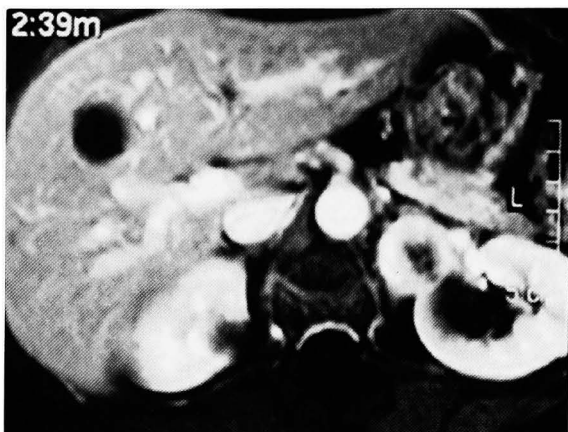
Enhanced T1 weighted MRI reveals a renal tumor with a high intensity capsule.
